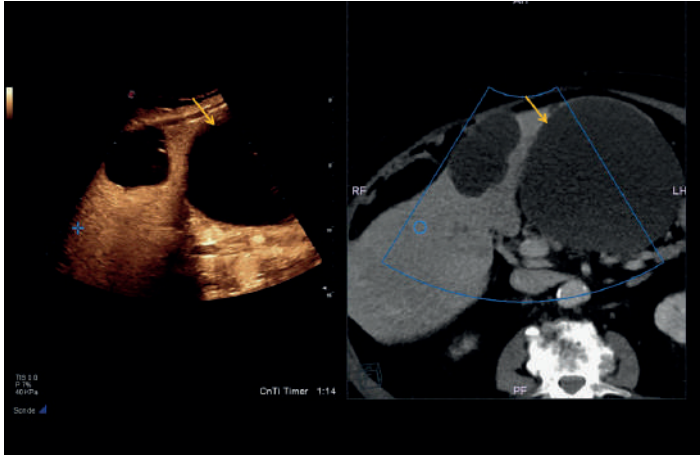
УЗИ с контрастным усилением не выявляет васкуляризации кисты в печени, что соответствует геморрагической кисте (желтые стрелки).
